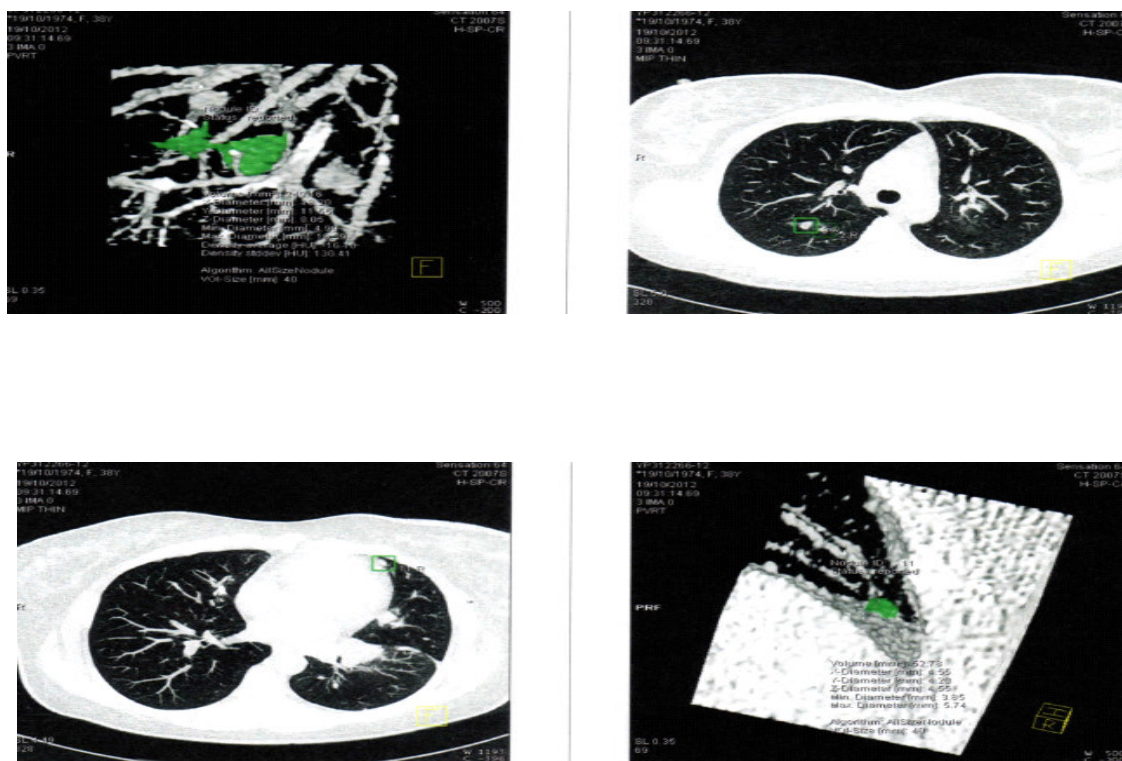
TAC de tórax, Octubre 2012.
